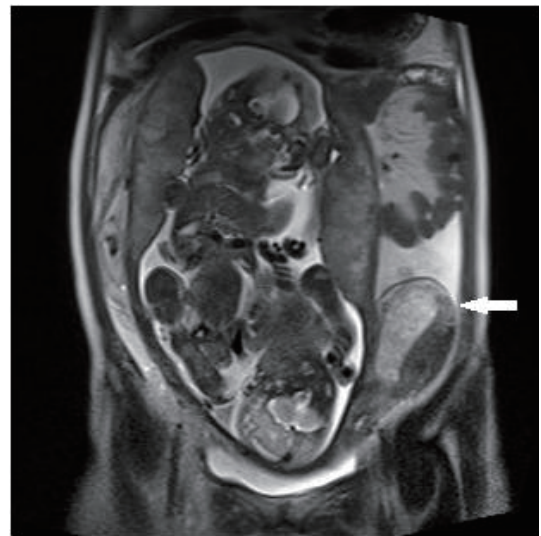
MRI shows uterine didelphys. Right hemiuterus has two fetuses and left hemiuterus has thick deciduas (arrow).
